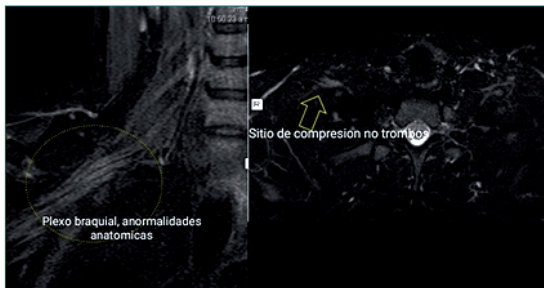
Resonancia magnética, imagen T2, apréciase compresión de zonas anatómicas a nivel de primera costilla. Anomalías anatómicas con aumento de tejido en plexo braquial. Imagen obtenida por autores.
